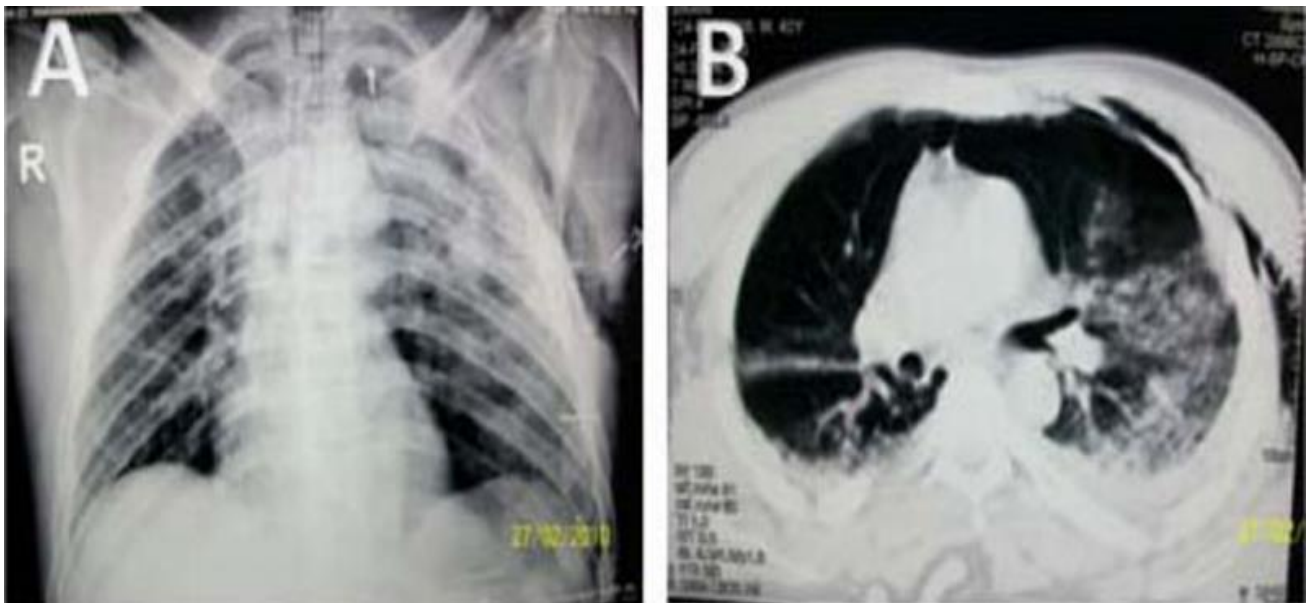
Radiographie thoracique de face (A) et coupe axiale d'une TDM thoracique (B) d'un pneumothorax occulte. [79]
